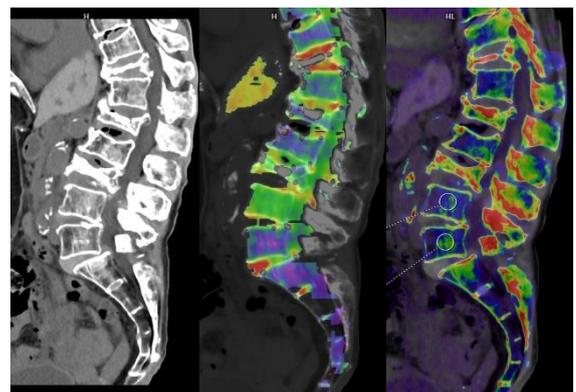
CT画像 VNCa画像 BMD Map
